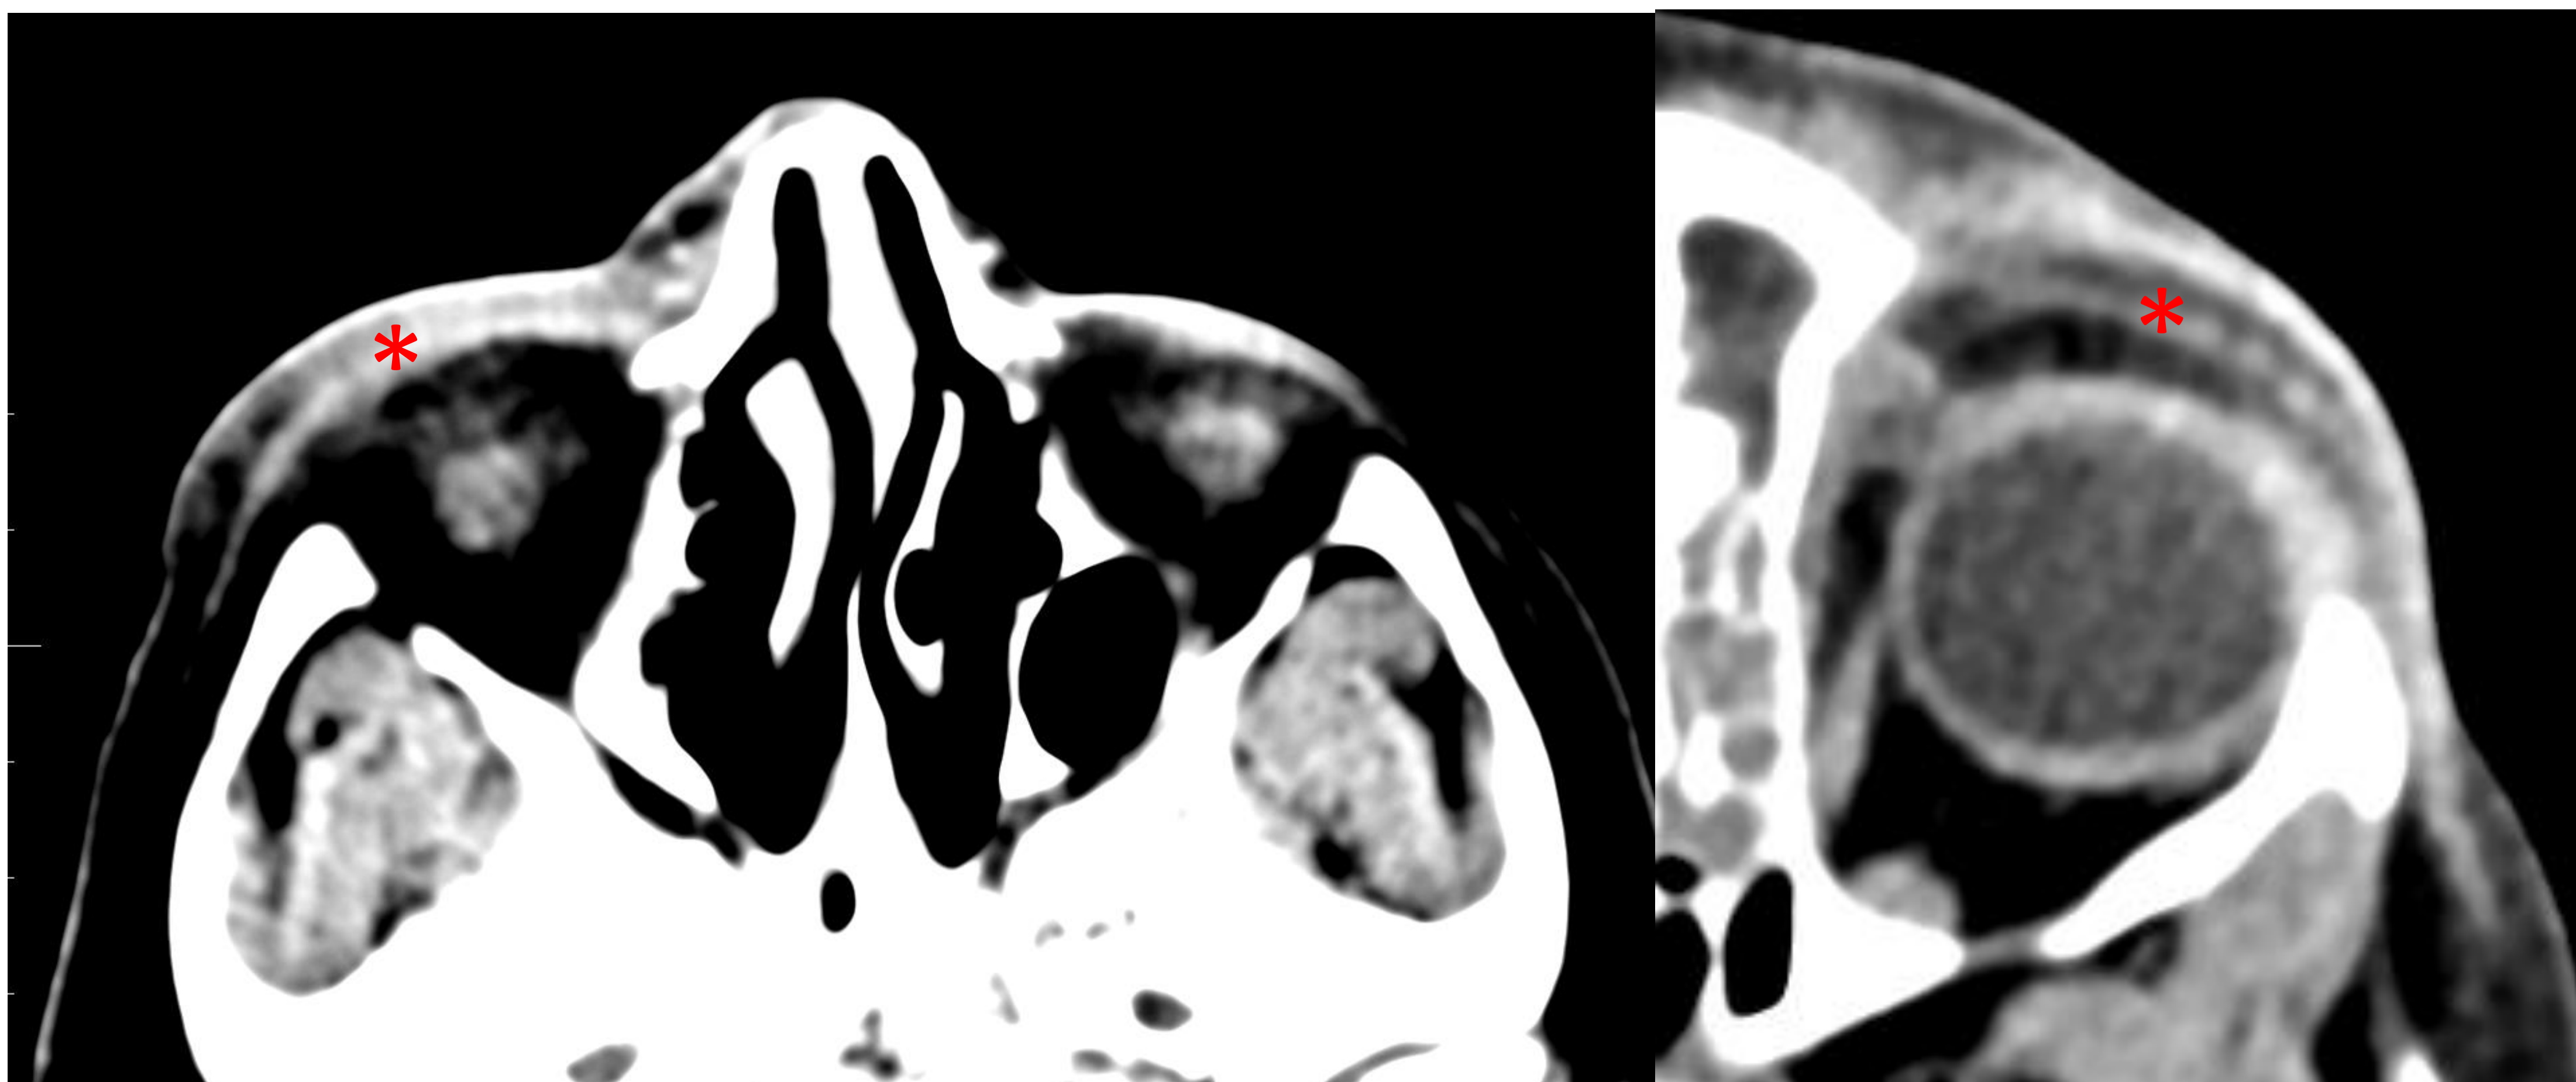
TC axial de órbita sin contraste. Celulitis preseptal: cambios inflamatorios en la grasa subcutánea, sin atravesar el septo orbitario (*).
